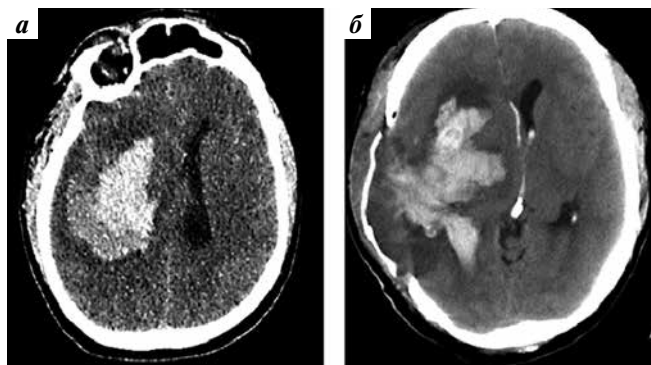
Компьютерная томография головного мозга пациента, у которого декомпрессивная трепанация черепа оценена как неэффективная по причине развития рецидива кровоизлияния и разрушения вещества головного мозга: а – до операции; объем гематомы 60 см³, поперечная дислокация на 10 мм; б – после операции; рецидивирующее внутримозговое кровоизлияние объемом 70 см³, поперечная дислокация на 11 мм
